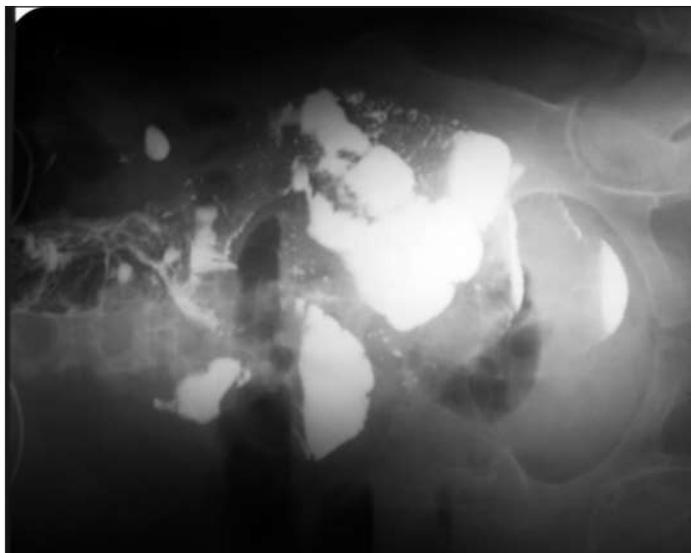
Обзорная рентгенограмма
